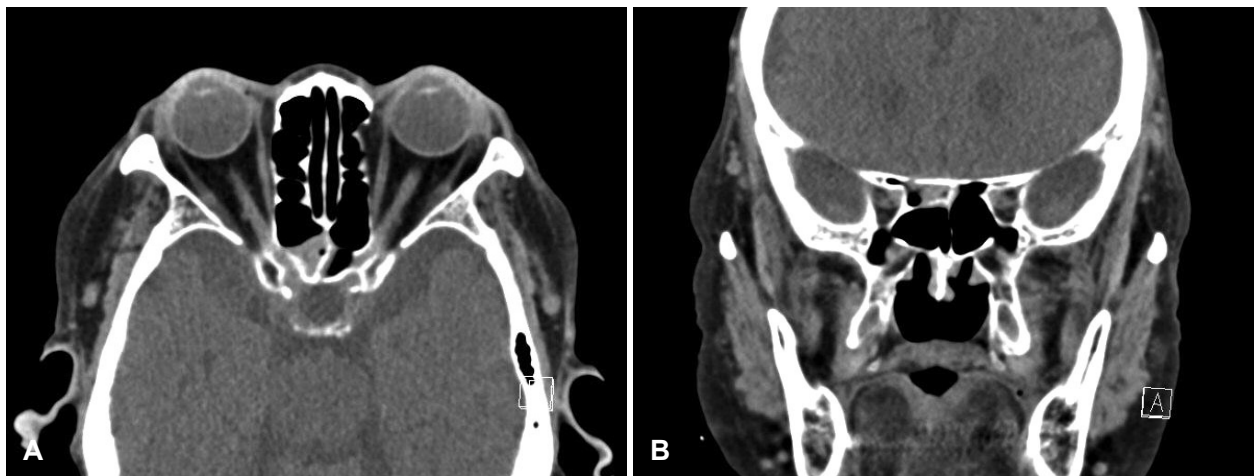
Preoperative paranasal sinus CT. Right posterior ethmoid sinus is filled with abnormal soft tissue density (A). Focal bony defect in ethmoid roof is observed (B).
